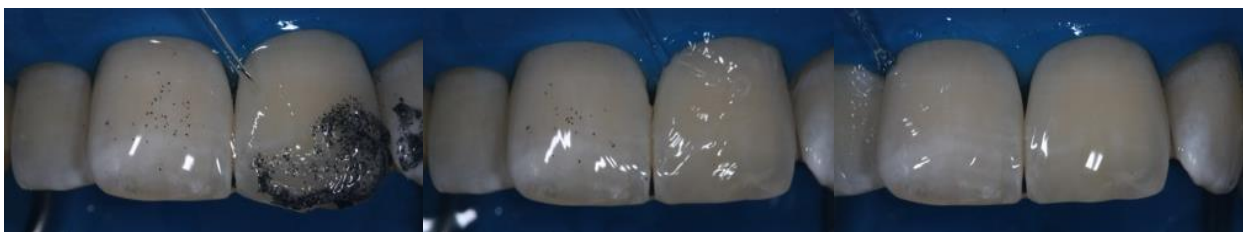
Lavagem do composto de microabrasão (Whiteness RM, FGM, Joinville, SC, Brasil) com jatos de água.
